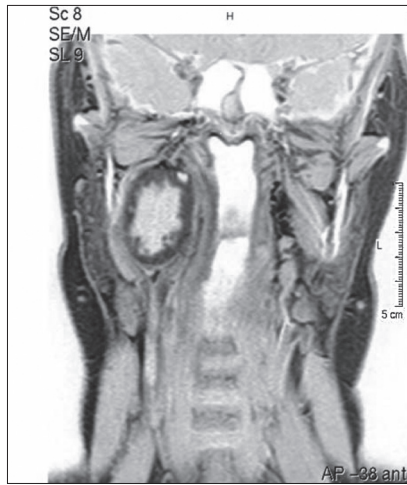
IRM coupe frontale. Schwannome parapharyngé droit (cas n° 5).
